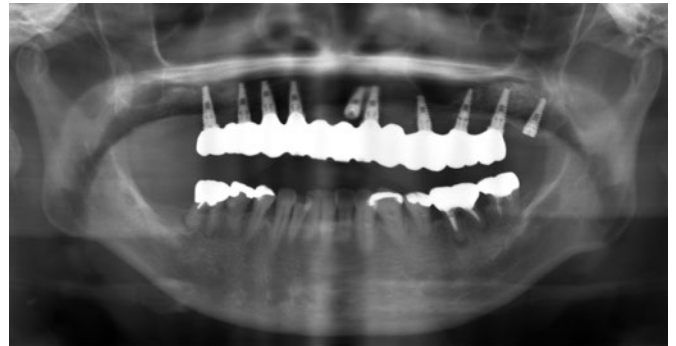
初診時のパノラマX線所見。上顎に埋入された10本のインプラントのうち2本がスリーピングされていた。埋入ポジションや埋入角度の問題で補綴操作が困難だったためスリーピングしたものと考えられた。
